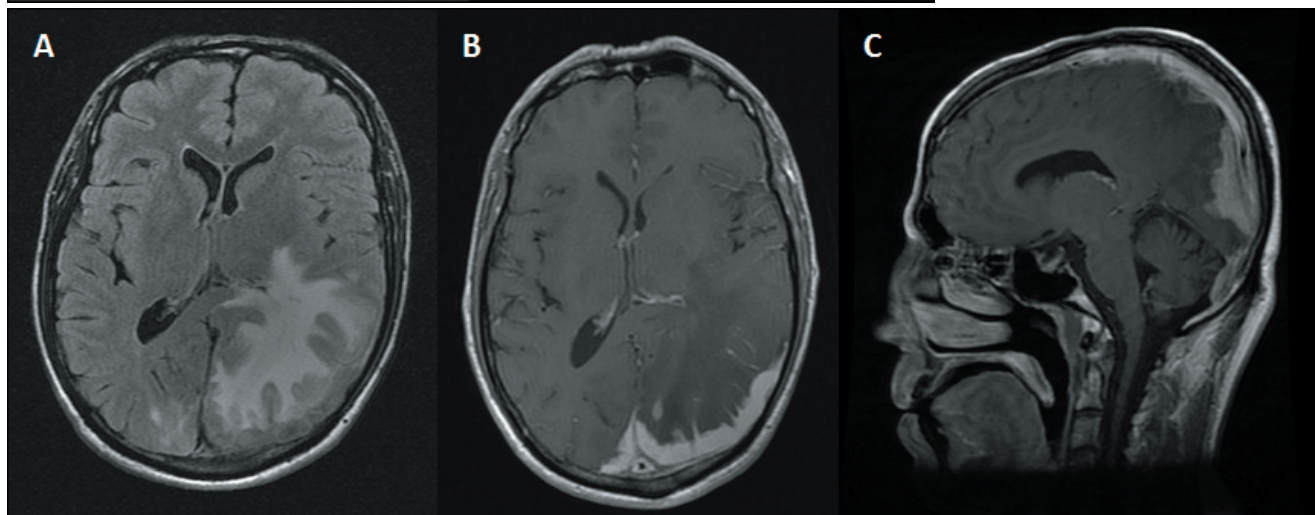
RM cerebral (2008). Se objetiva una lesión extraaxial, parieto-occipital izquierda con base dural, que se extiende al hemisferio contralateral e intratentorialmente, presentándose isointensa en secuencia T2 FLAIR (A) con intenso edema perilesional que ejerce efecto masa sobre el asta occipital ipsilateral, y que realza intensamente con contraste (B y C).
